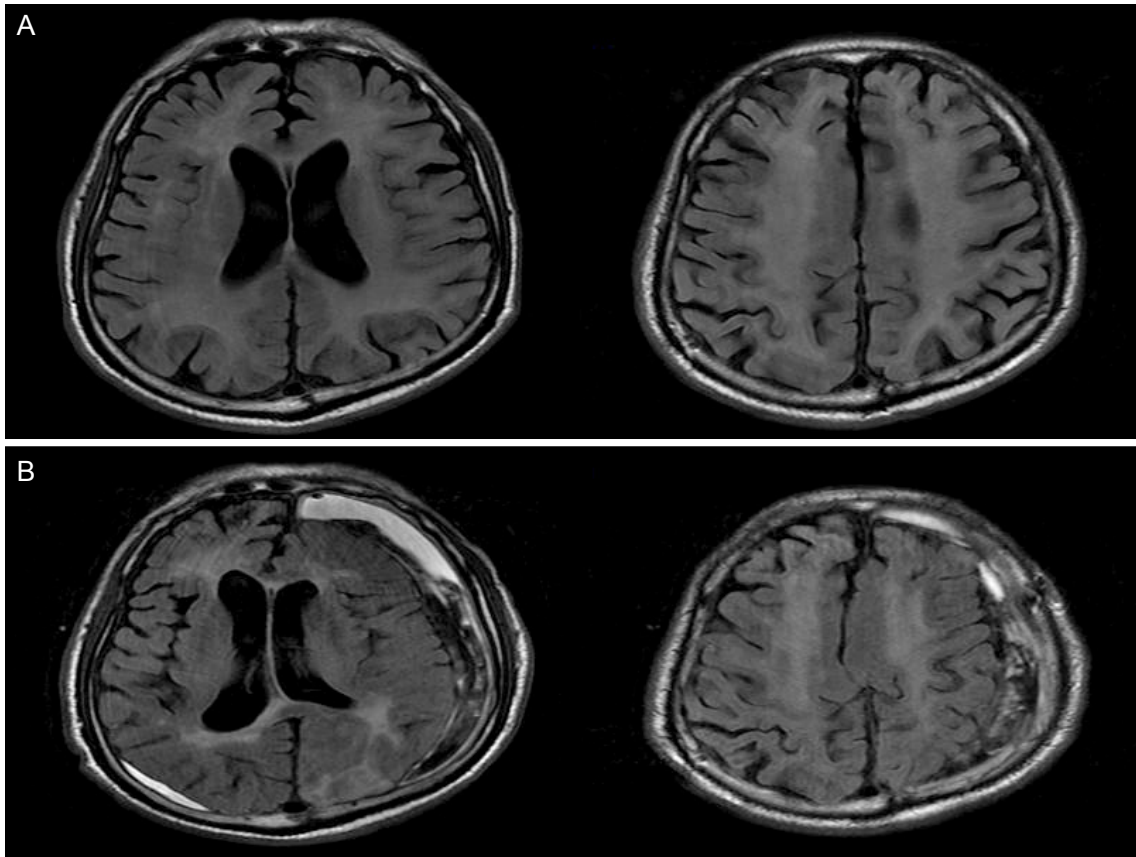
Brain MRI T2 fluid attenuation inversion recovery image. (A) It shows prominent bilateral symmetric confluent high signal intensities in the bilateral cerebral periventricular and subcortical white matters. (B) After 1 year, It shows decrease in the extent of high signal intensities in the bilateral cerebral periventricular and subcortical white matters. Thin subacute subdural hematoma occurred in the right posterior temporoparietal and left paramedian occipital convexities regardless of delayed CO encephalopathy. MRI, magnetic resonance imaging; CO, carbon monoxide.
